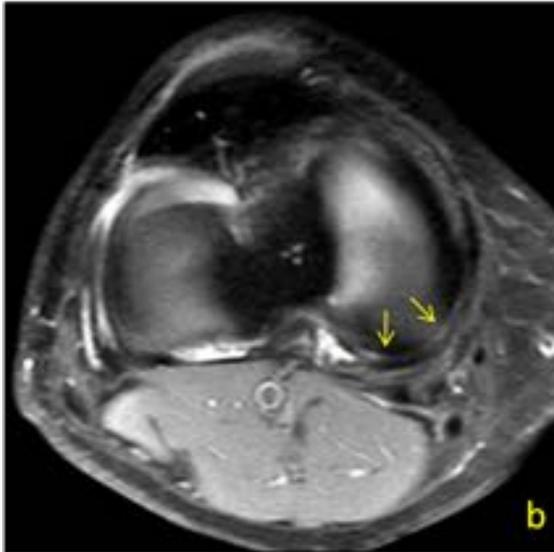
a) Imagen sagital T2 que muestra morfología ondulada del menisco interno (flecha). b) Imagen axial T2 FFE en que se identifica fisuración longitudinal del cuerno posterior del menisco (flechas cortas). c) RMN de control evolutivo a los 12 meses en que se constata restablecimiento de la morfología meniscal.
